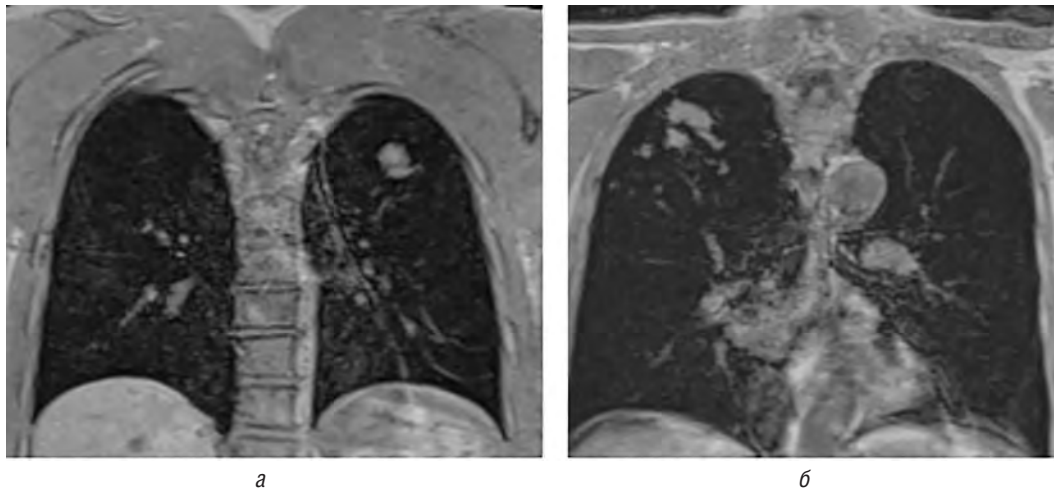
МРТ, T1 вibe dixон, корональная плоскость. Туберкулемы верхней доли левого (*а*) и правого (*б*) легкого с однородным изоинтенсивным сигналом
